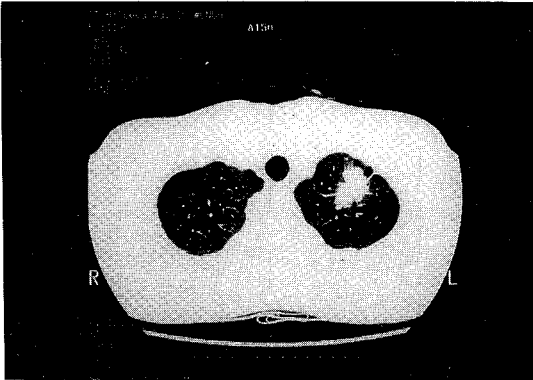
Chest CT showed 4cm sized spiculated mass in apex of Lt upper lobe
